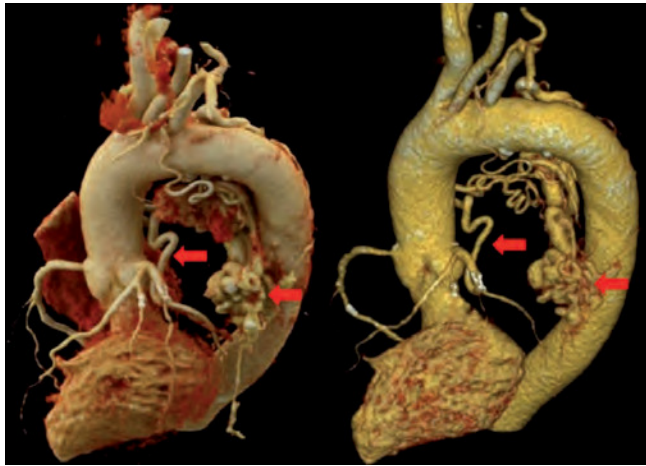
TC de tórax con reconstrucción 3D en visión lateral. La flecha roja señala el trayecto fistuloso desde coronaria circunfleja hacia arteria bronquial.
